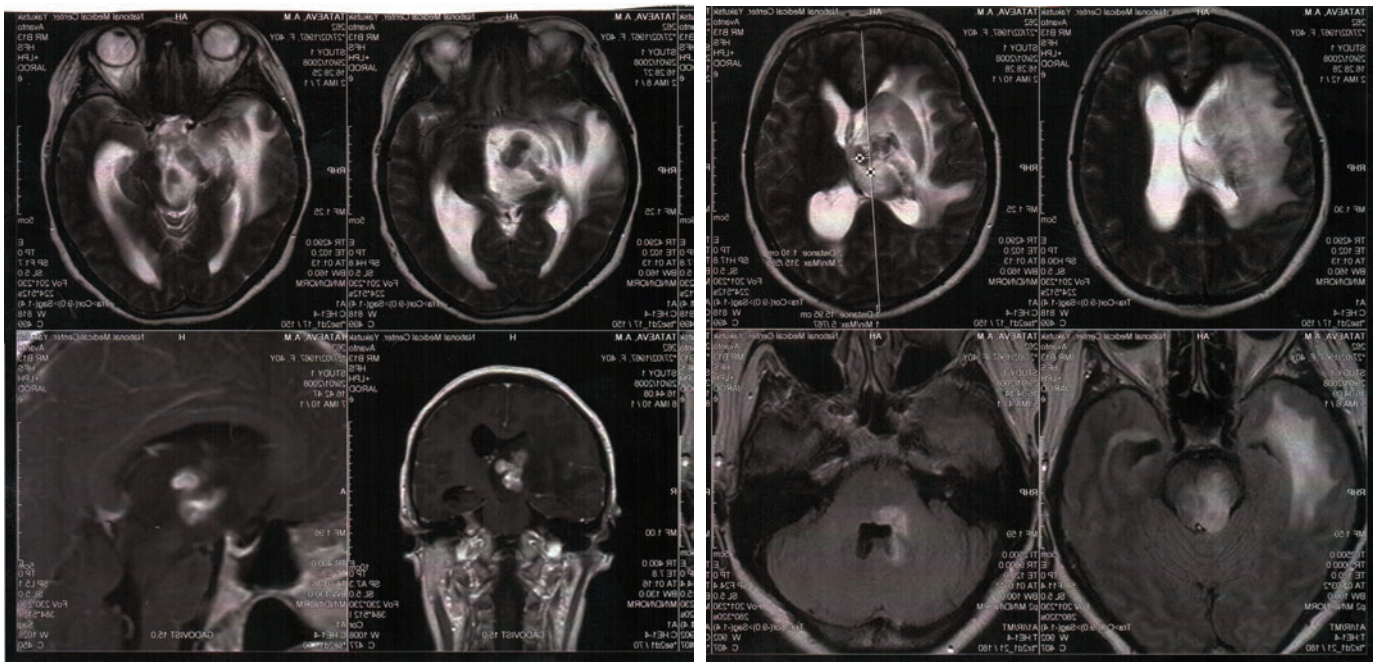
На МРТ головного мозга (от мая 2008), проведенной в динамике, данные за глиальную опухоль не выявлены, имеющиеся изменения расценены как последствия перенесенного энцефалита на уровне базальных ганглиев и таламуса справа
